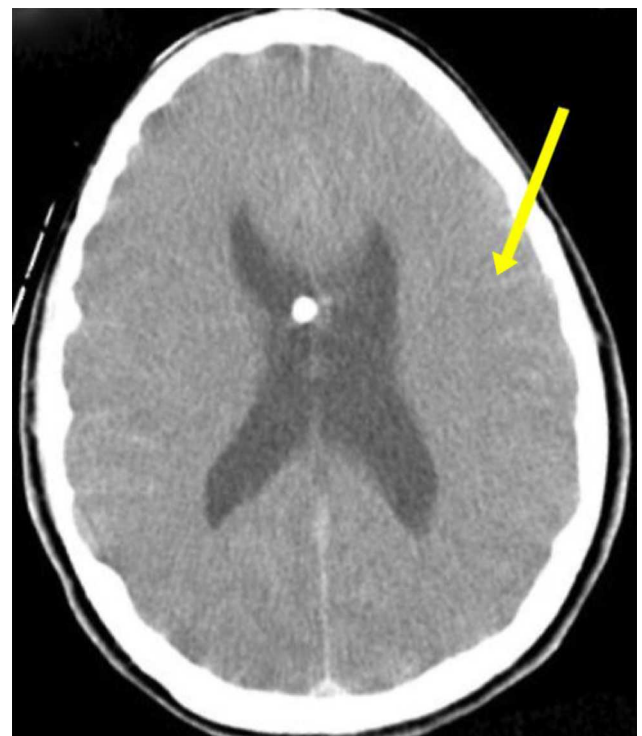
Tomografía computarizada craneal tras la tercer-ventriculostomía endoscópica que evidenció la hemorragia subaracnoidea en los surcos de la convexidad (flecha).
